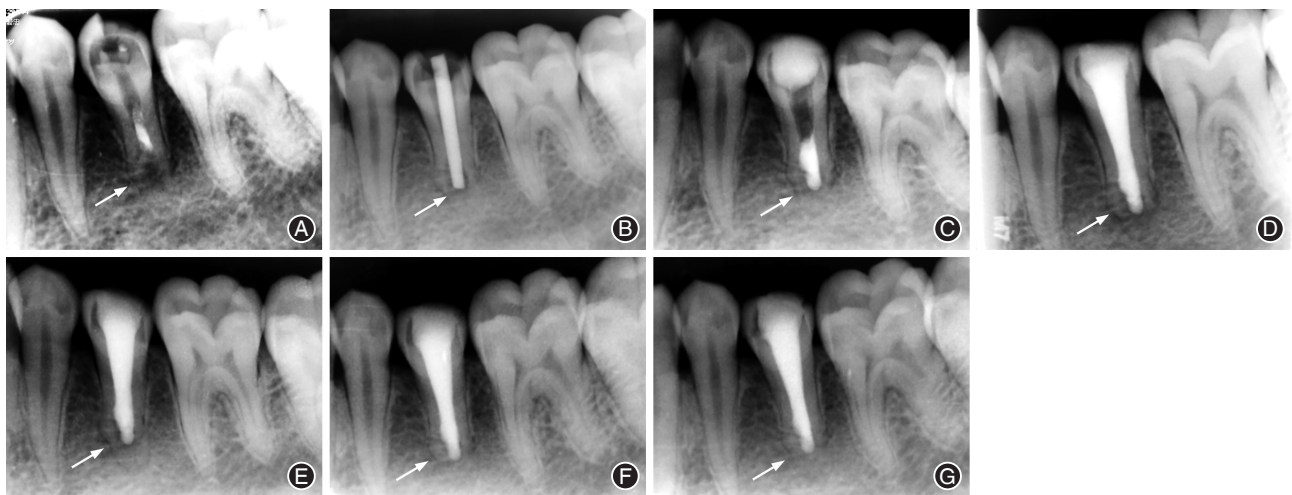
年轻恒牙根尖周炎患儿根尖屏障术治疗前后X线片情况 A:术前(外院治疗史);B:术中(测量长度);C:术中(放置根尖屏障);D:术后即刻;E:术后半年,牙根无明显继续发育;F:术后1年,牙根无明显继续发育;G:术后2年,牙根无明显继续发育;箭头所示为患牙根尖情况。
